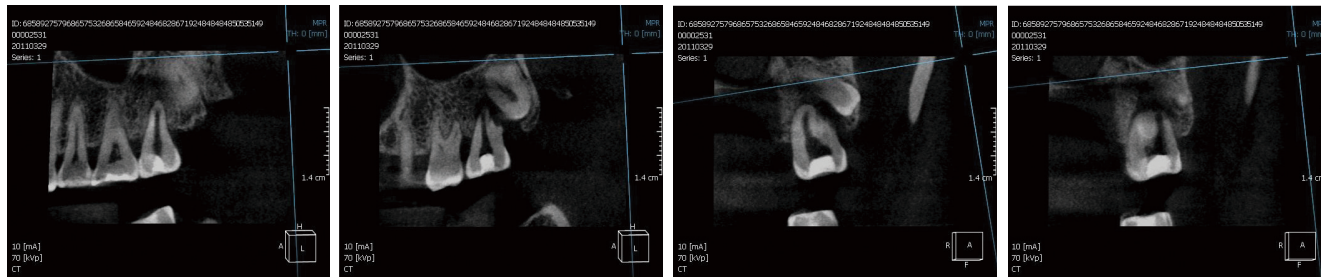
CBCT 상에서 사랑니에 의해 외흡수 양상을 보이고 있는 상악 제 2대구치
